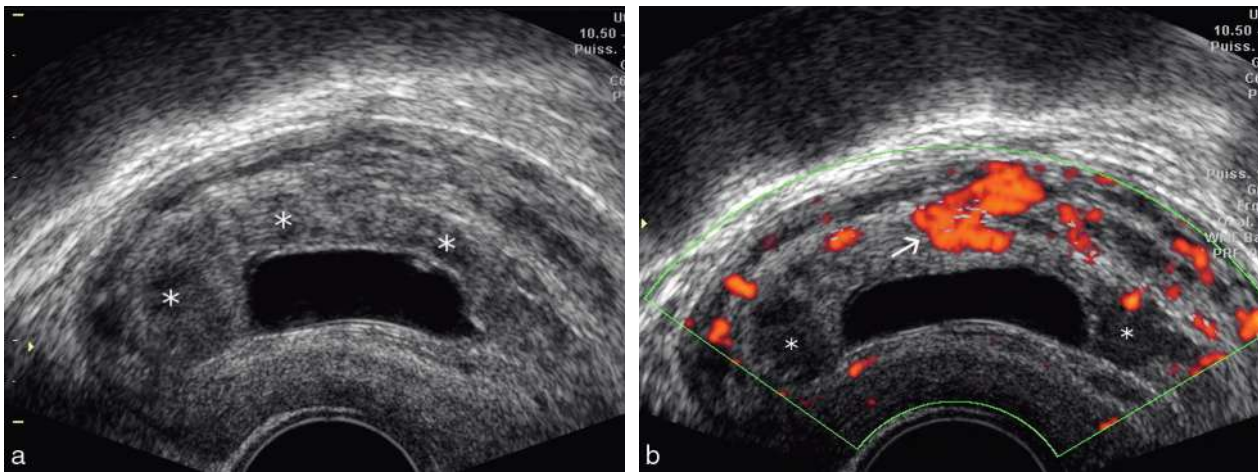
Œuf clair, voie vaginale. a. 10 SA. Œuf clair de 30 mm. Le trophoblaste présente des lacunes (*) finement échogènes contenant un flux sanguin très lent. b. En Doppler « énergie », la plupart des flux sont trop lents pour donner un signal franc, sauf en avant (→).
